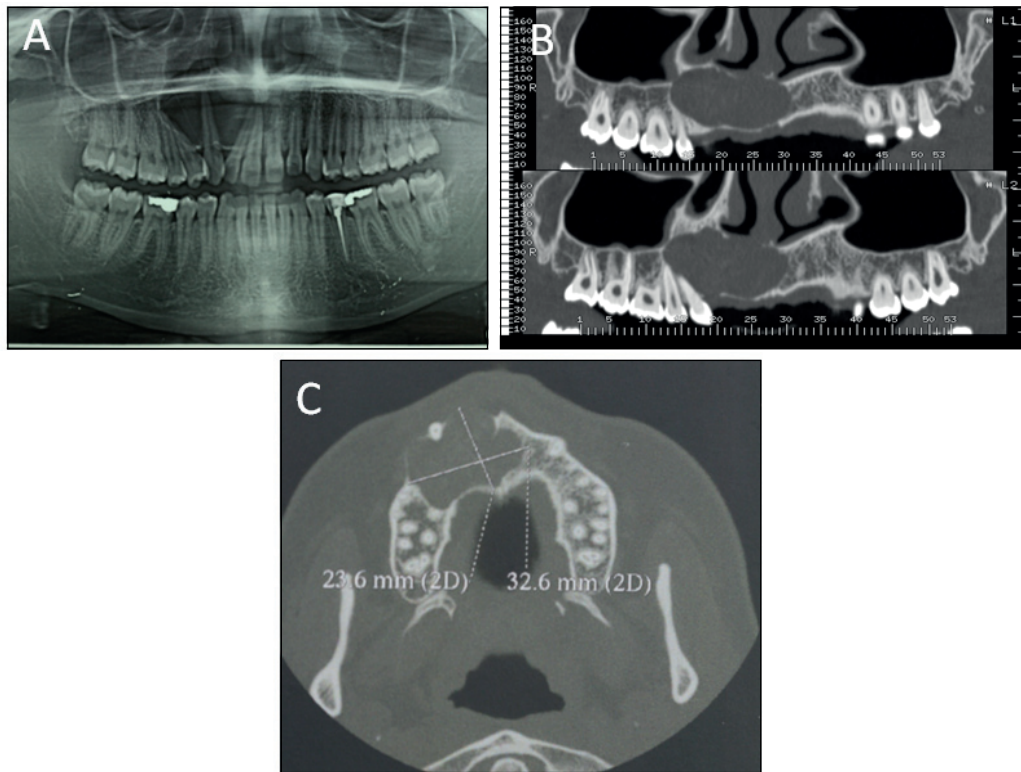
Examens radiographiques préopératoires de la lésion. A : radiographie panoramique ; B : CT-scan ; C : taille de la lésion.
